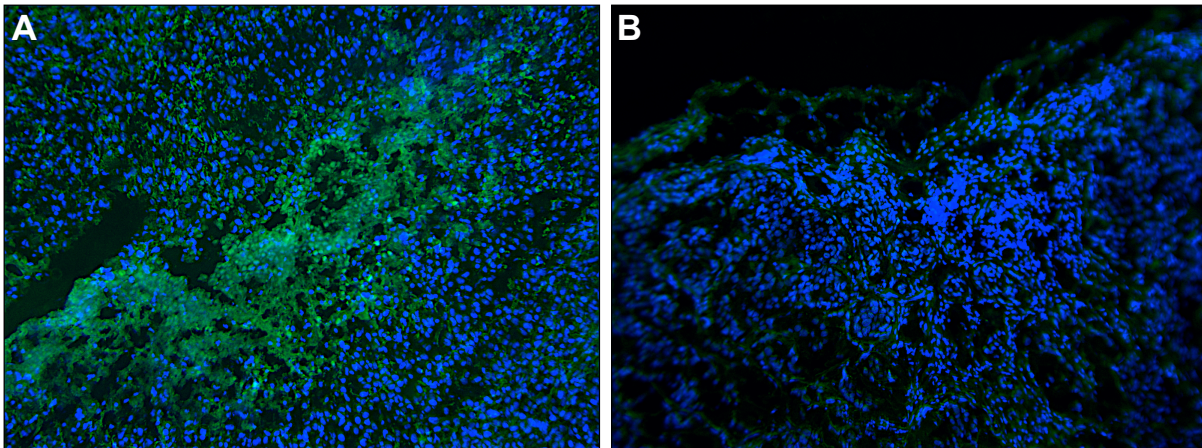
In situ* Zymographie zum Nachweis von MMP-Aktivität. Gefrierschnitte (10 μm) des Fibrosarkoms HT-1080 (A) und des Brustkrebstumors BT-20 (B). Der gequenchte Fluoreszenzfarbstoff (FITC, grün) wurde durch proteolytische Spaltung der Gelatine freigesetzt, wodurch das Fluoreszenzsignal Bereiche mit aktivem MMP aufzeigte. Kernfärbung mit Hoechst 33258 (blau). 200fache Vergrößerung.
